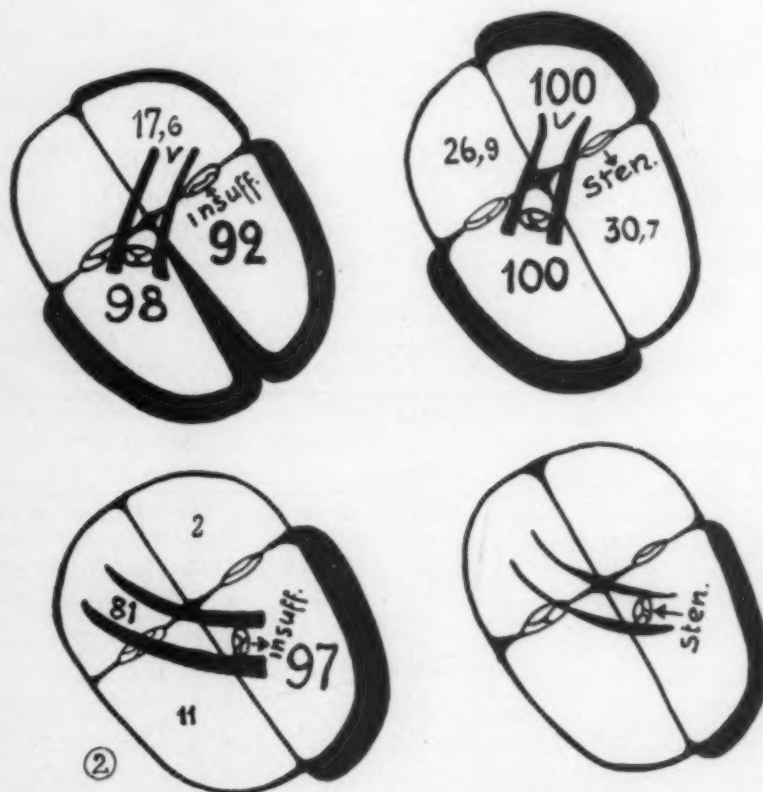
Graphische Darstellung der Röntgensyndrome bei Klappenfehlern.
